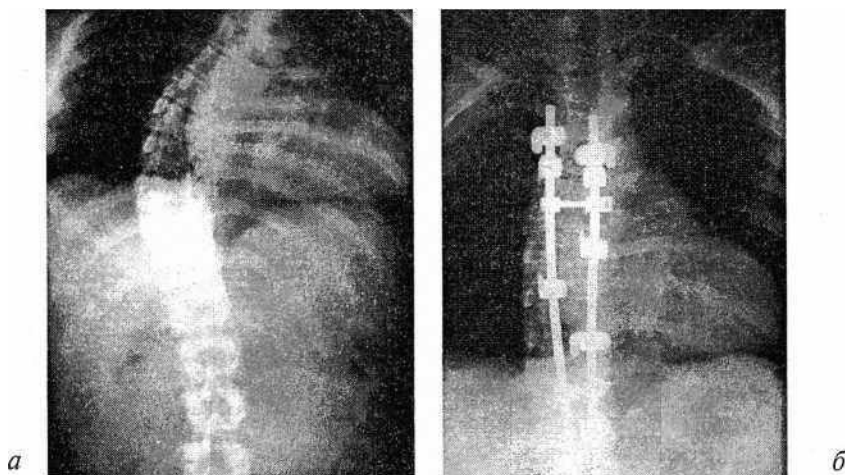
Рентгенограммы больного со сколиотической деформацией грудного отдела позвоночника:
